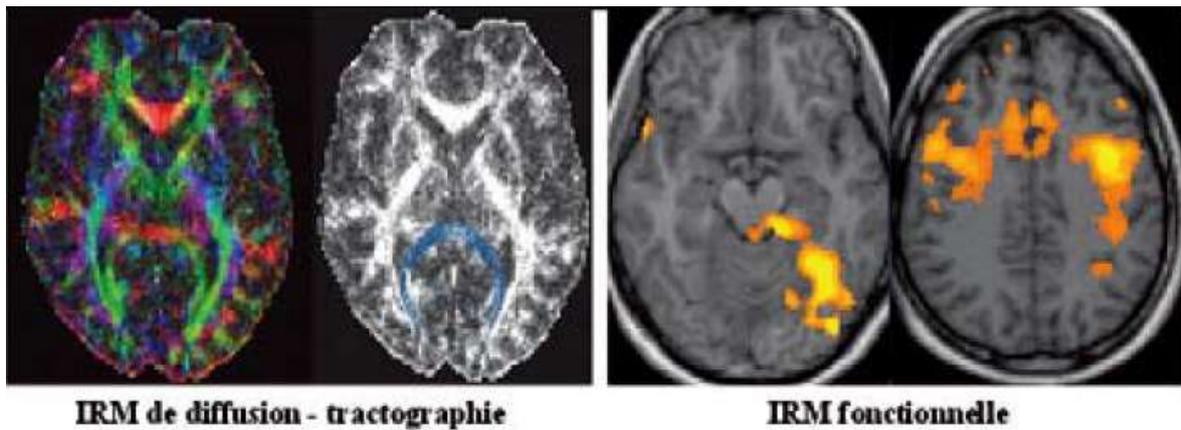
IRM de diffusion et IRM fonctionnelle (47)
